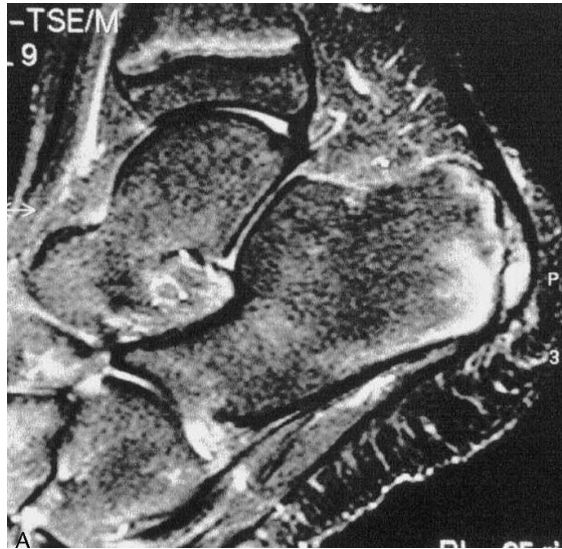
Imagen de la apófisis plantar mediante resonancia magnética en un corte sagital. Ogden JA, Ganey TM, Hill JD, Jaakkola JI. *Sever's Injury: A stress fracture of the immature Calcaneal Metaphysis. Journal Pediatric Orthopedic* 2004; 24 (5): 488 – 492.
